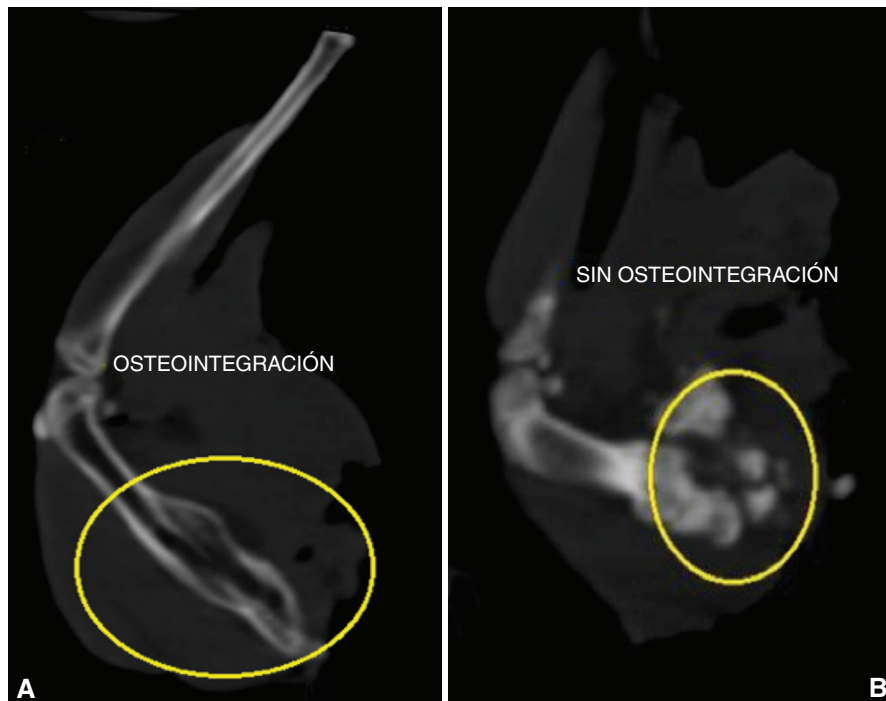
Tomografía computarizada. A. Osteointegración del injerto óseo. B. No se observa integración del injerto.
